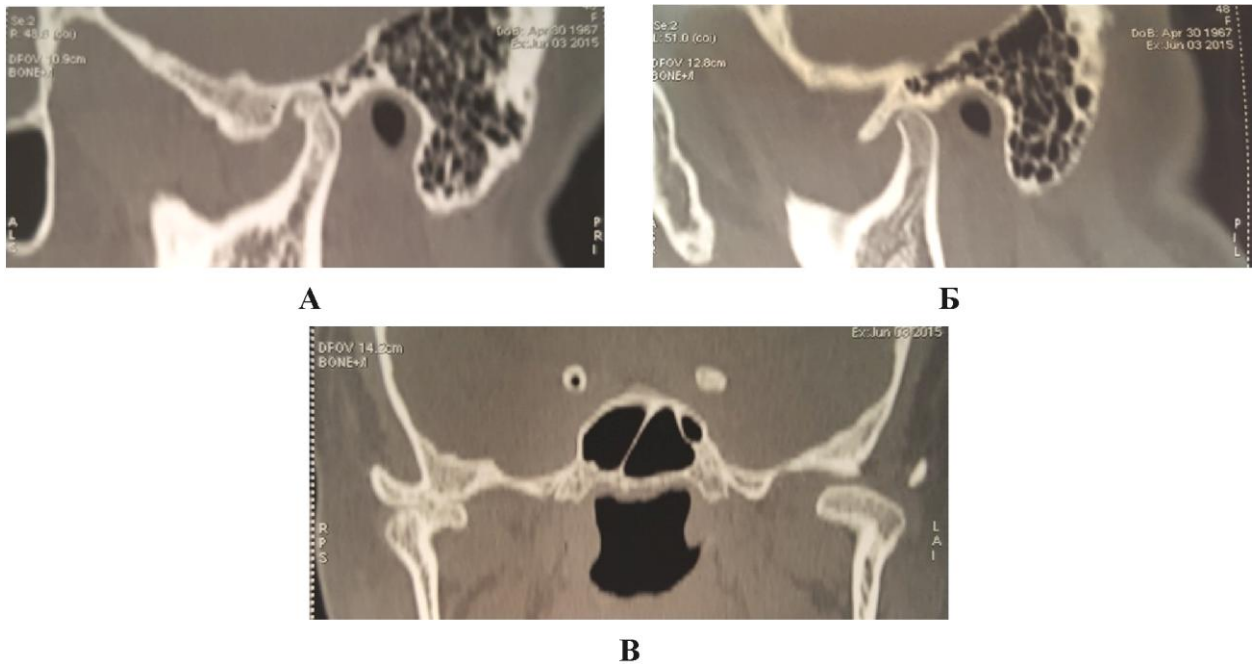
Пациент А., 48 лет. Ревматоидный артрит. КТ, сагиттальный срез (А, Б) правого и левого ВНЧС в положении центральной окклюзии – неравномерное сужение суставной щели справа и слева, головка нижней челюсти узурирована костными разрастаниями; В – КТ аксиальный срез в положении центральной окклюзии-головка нижней челюсти справа имеет неровный контур с костно-деструктивными изменениями
